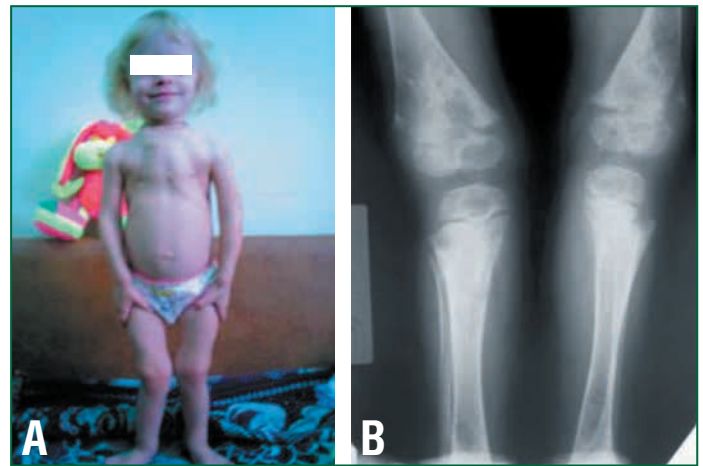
Инфантильная ГФФ: А — внешний вид ребенка, В — рентгенограмма трубчатых костей [35]
